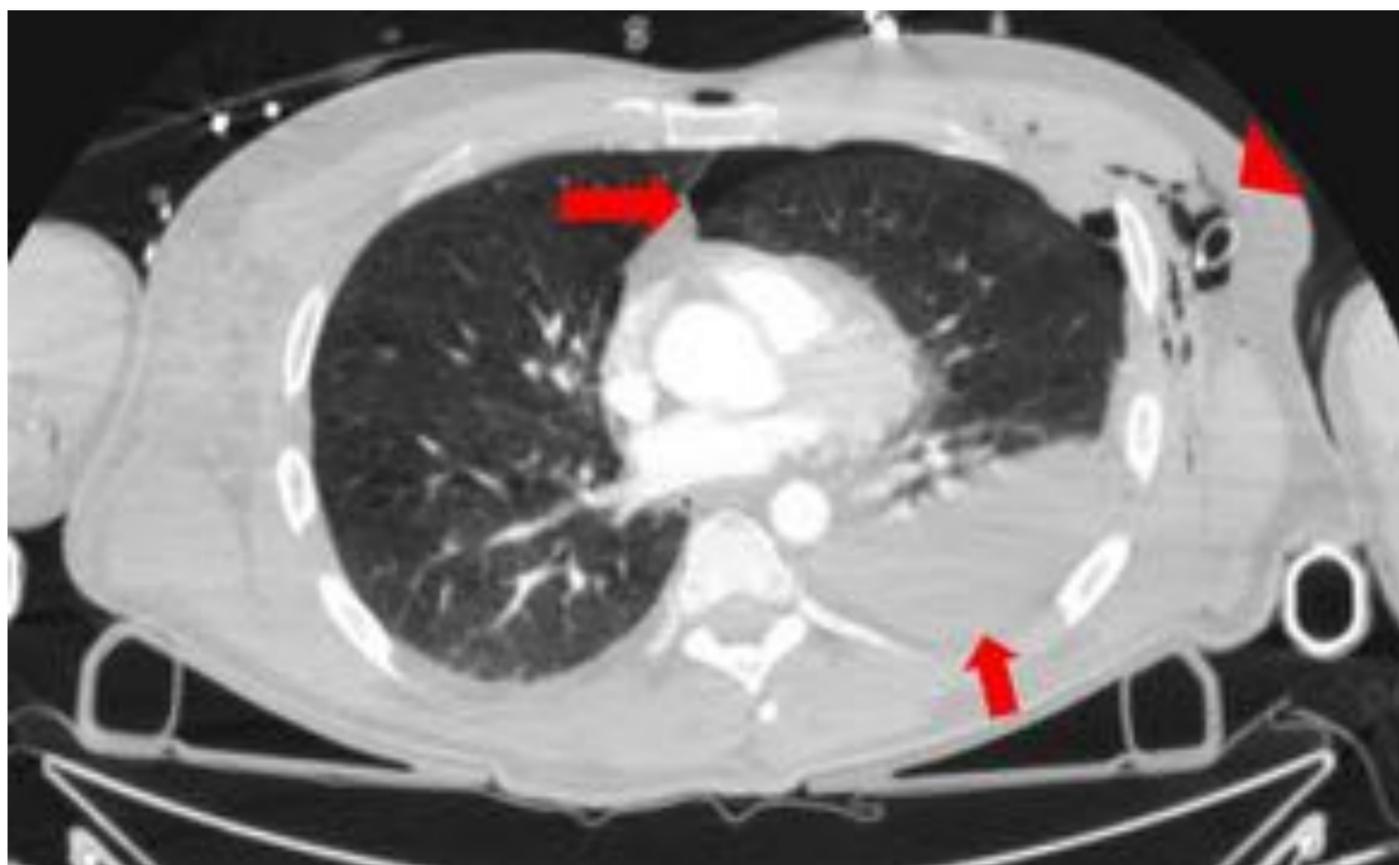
TC torácica en fase arterial. Hemoneumotórax izquierdo (flechas rojas). Tubo de drenaje torácico y enfisema subcutáneo en región axilar izquierda (cabeza de flecha).
